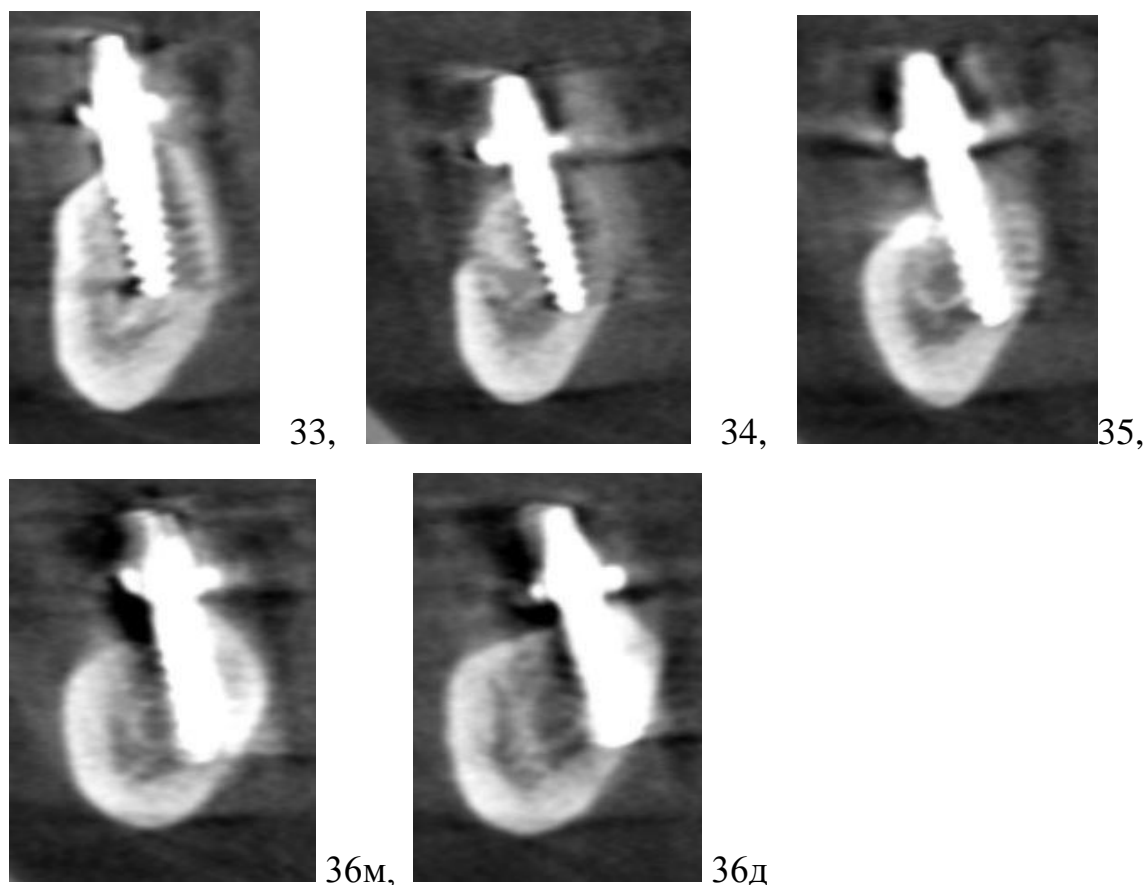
Зрізи контрольної КТ нижньої щелепи після імплантації в ділянці 33-36 цієї ж пацієнтки, медична карта стоматологічного хворого №11.
